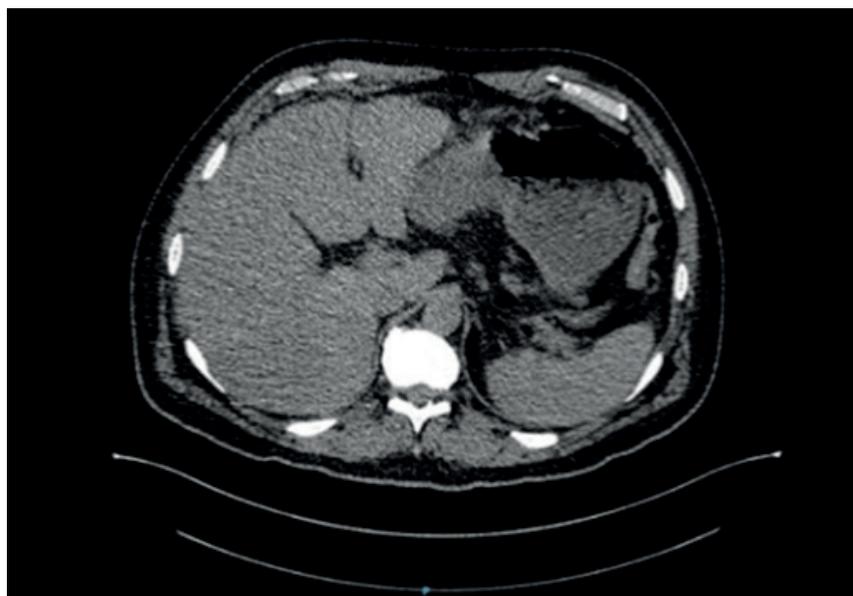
TOMOGRAFIA DE ABDOMEN SIMPLE: Muestra cambios por biopsia hepática sin evidencia de líquido libre o datos que sugiera hematoma. Resto sin cambios en comparación con estudio previo.
